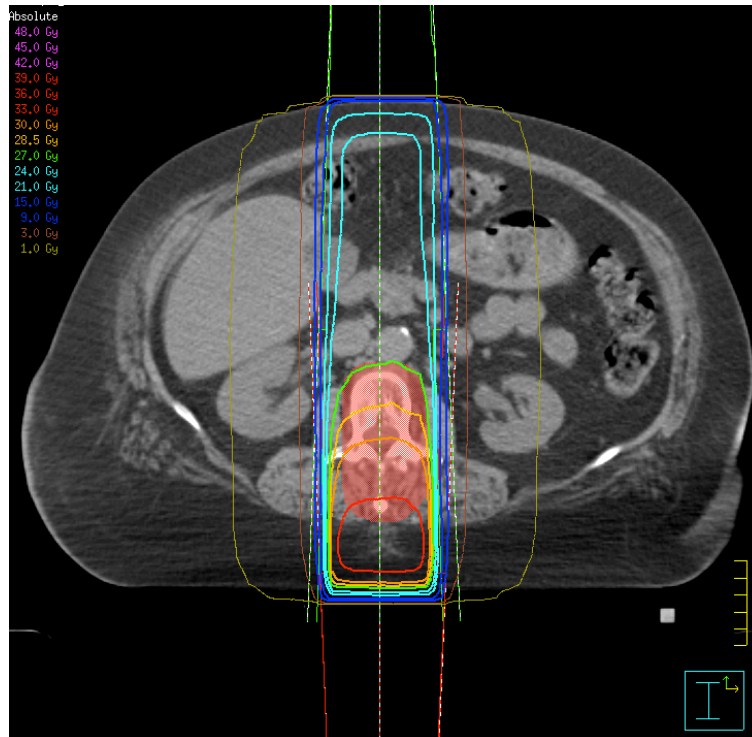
beispielhafte Dosisverteilung der 2F18-Technik im transversalen CT-Schnittbild.
